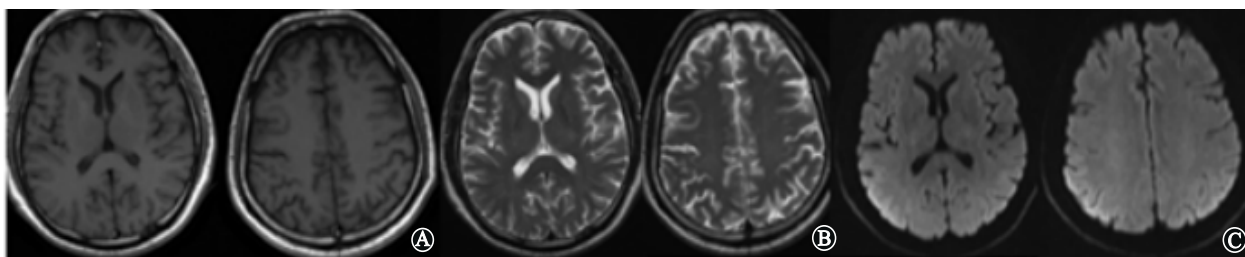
成人大叶性肺炎伴有胼胝体压部可逆性病变的轻度脑炎/脑病入院14 d复查头颅MRI:A为T1加权像(T1WI)显示胼胝体压部低信号消失;B为T2加权像(T2WI)胼胝体压部、半卵圆中心高信号消失;C为弥散加权像(DWI)胼胝体压部、半卵圆中心高信号消失
